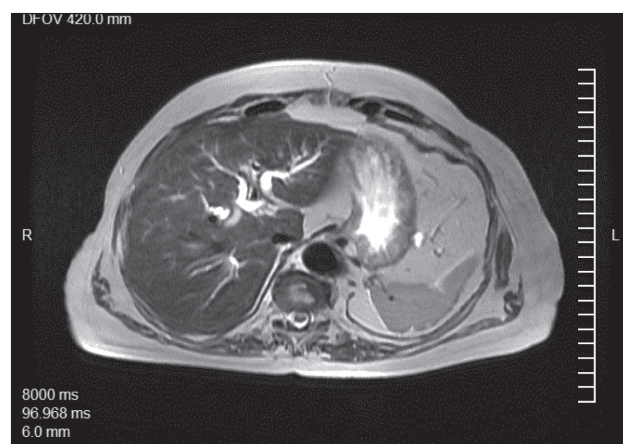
МРТ брюшной полости (билиарная гипертензия)
